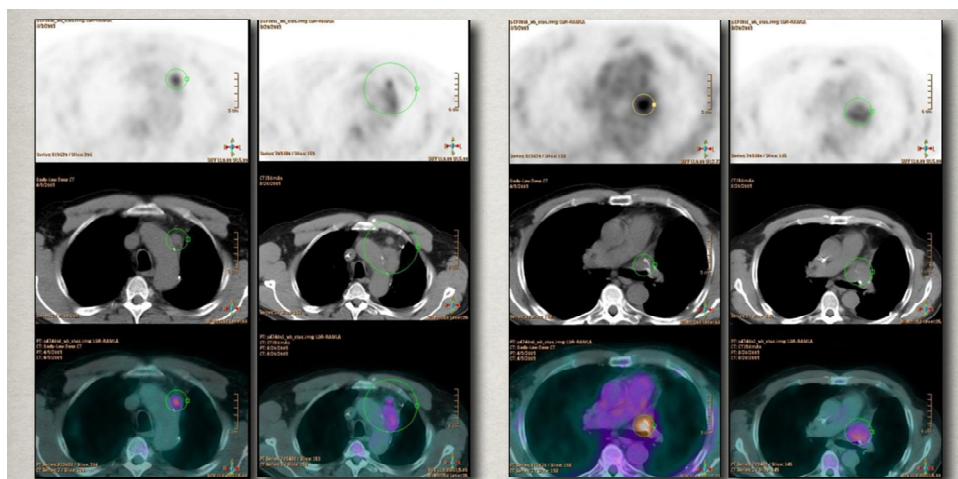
Images TEP-CT montrant une augmentation de la taille des adénopathies sans augmentation du métabolisme.
